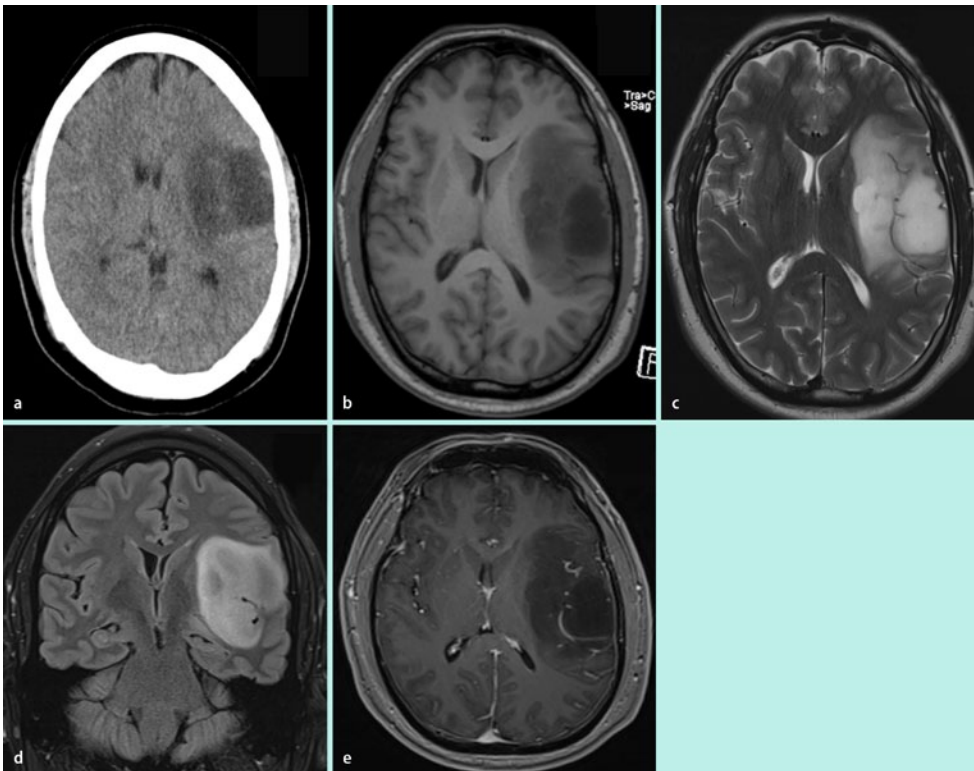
▲ Astrozytom Grad II: 43-jähriger Patient mit einem linkshirnigen „Low-grade“-Astrozytom. In der CT (a) stellt sich der Tumor hypodens dar; im MRT zeigt sich die Raumforderung hypointens in der T1-Sequenz (b) und hyperintens in den T2- und FLAIR Sequenzen (c,d). Nach KM-Gabe zeigt sich keine Anreicherung (e)
